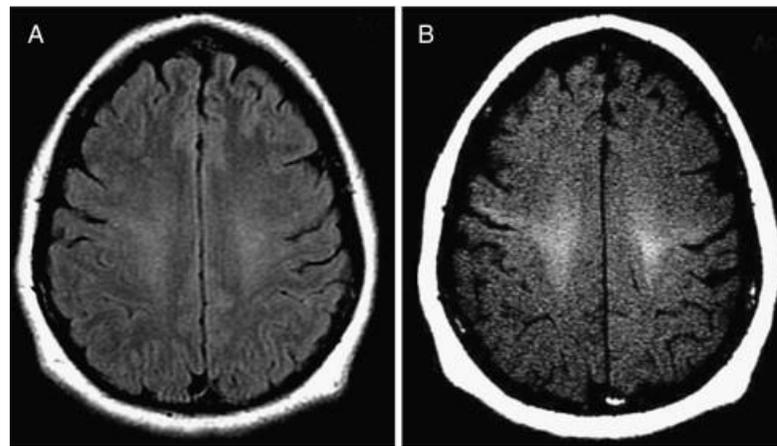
Resonancia magnética.²⁰
